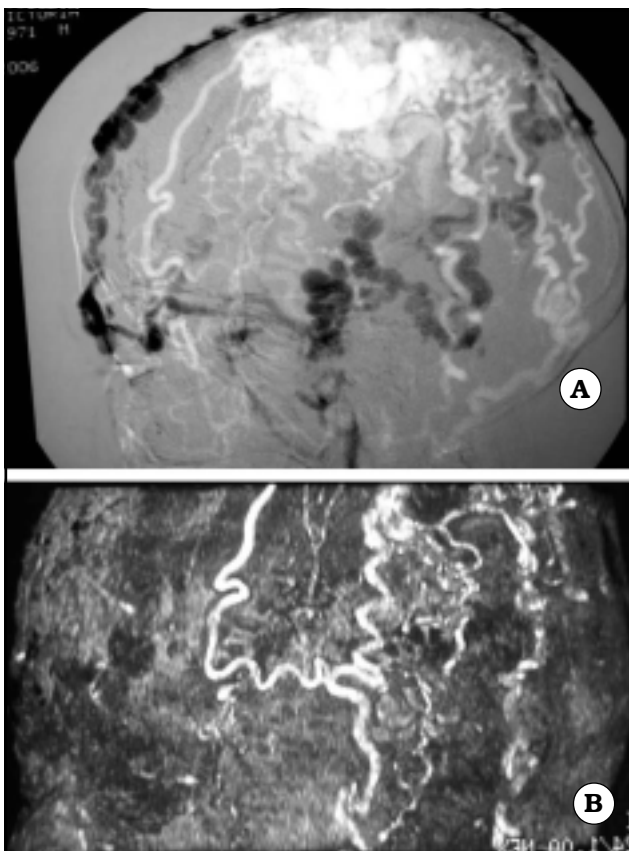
A. Angiografía con sustracción digital. B. Angiorresonancia
